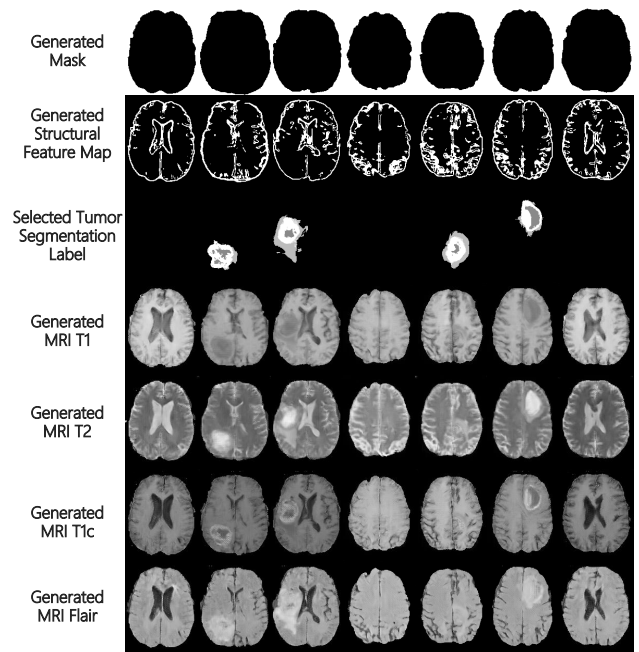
从随机结构特征图和病灶标签生成多模态MRI.
